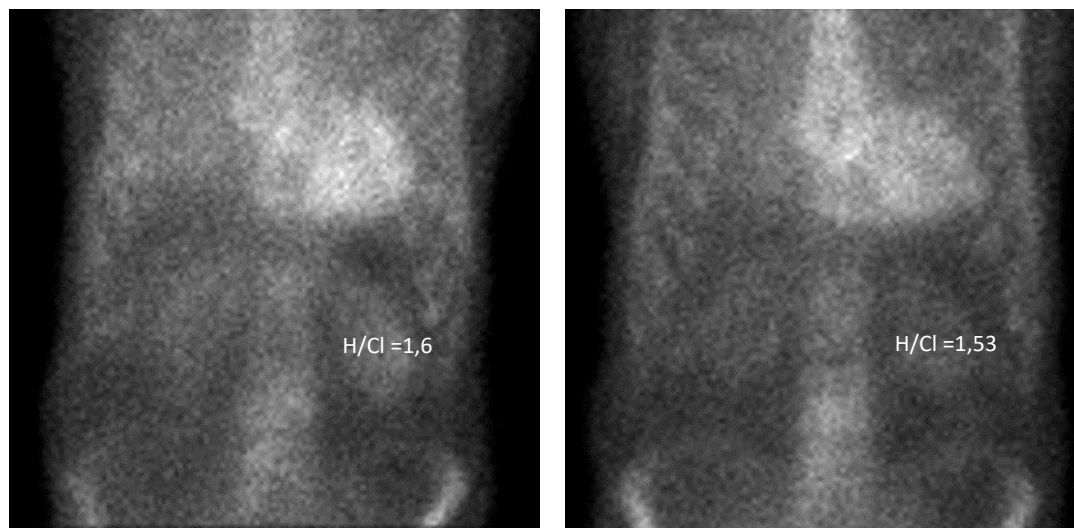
Данные планарной сцинтиграфии пациента Ш. исходно и через 12 месяцев приема тафамидиса. Отмечается уменьшение уровня накопления ^{99m}Tc -РУР в миокарде ЛЖ (Н/Сл 1,6 -> 1,53) [192]
